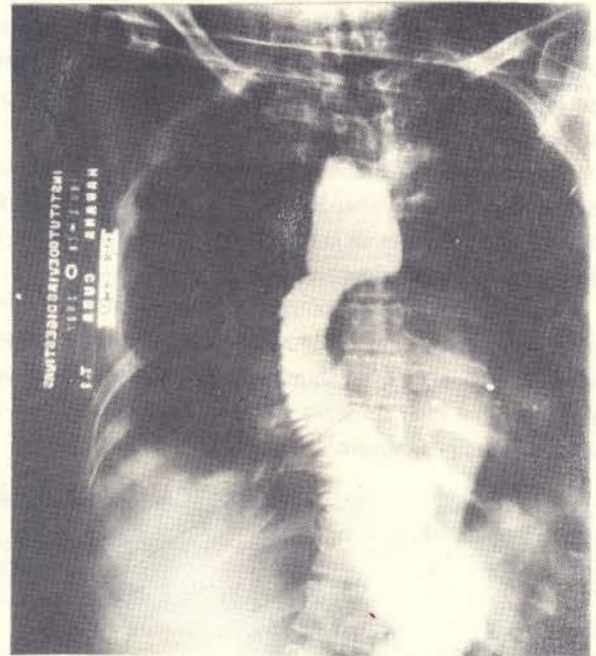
Radiografía postoperatoria de la paciente de la Fig. 11, donde se observa el buen paso del contraste a través del asa yeyunal interpuesta.
